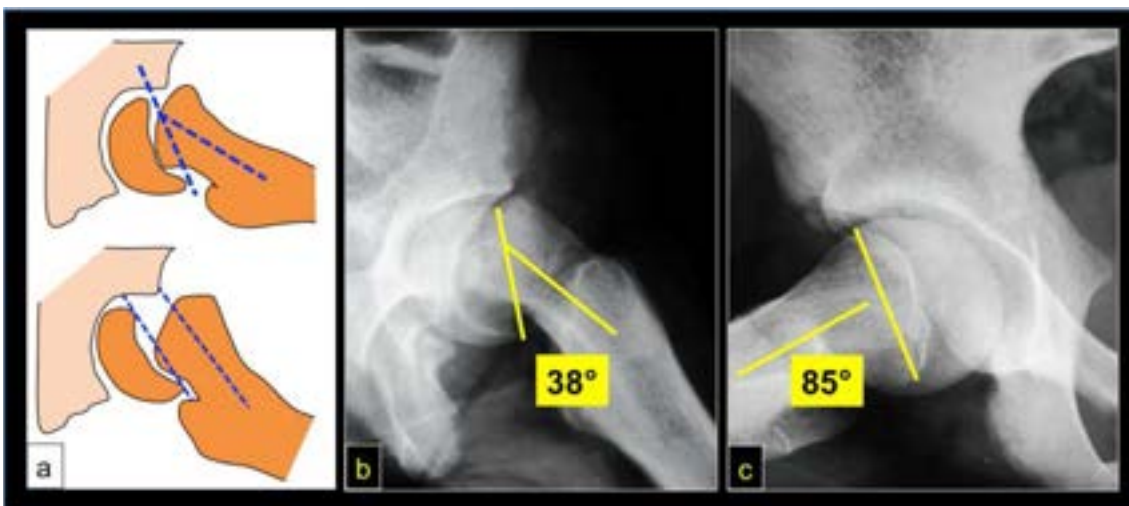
Radiografía de perfil
